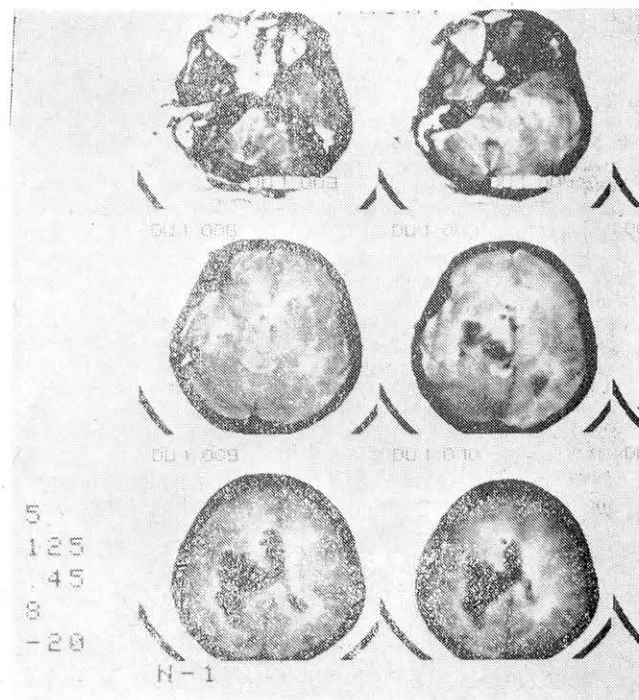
Томограмма головного мозга больного Н., 59 лет. Определяется кровоизлияние в головной мозг с прорывом в желудочки.
